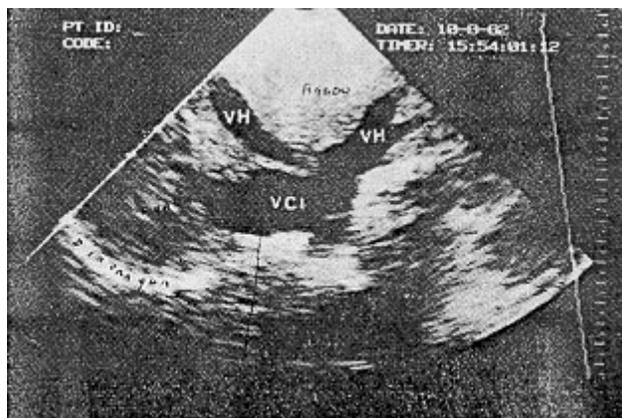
Ecocardiograma bidimensional ("Doppler" pulsado) evidenciando dilatação importante da veia cava inferior e das veias hepáticas.
